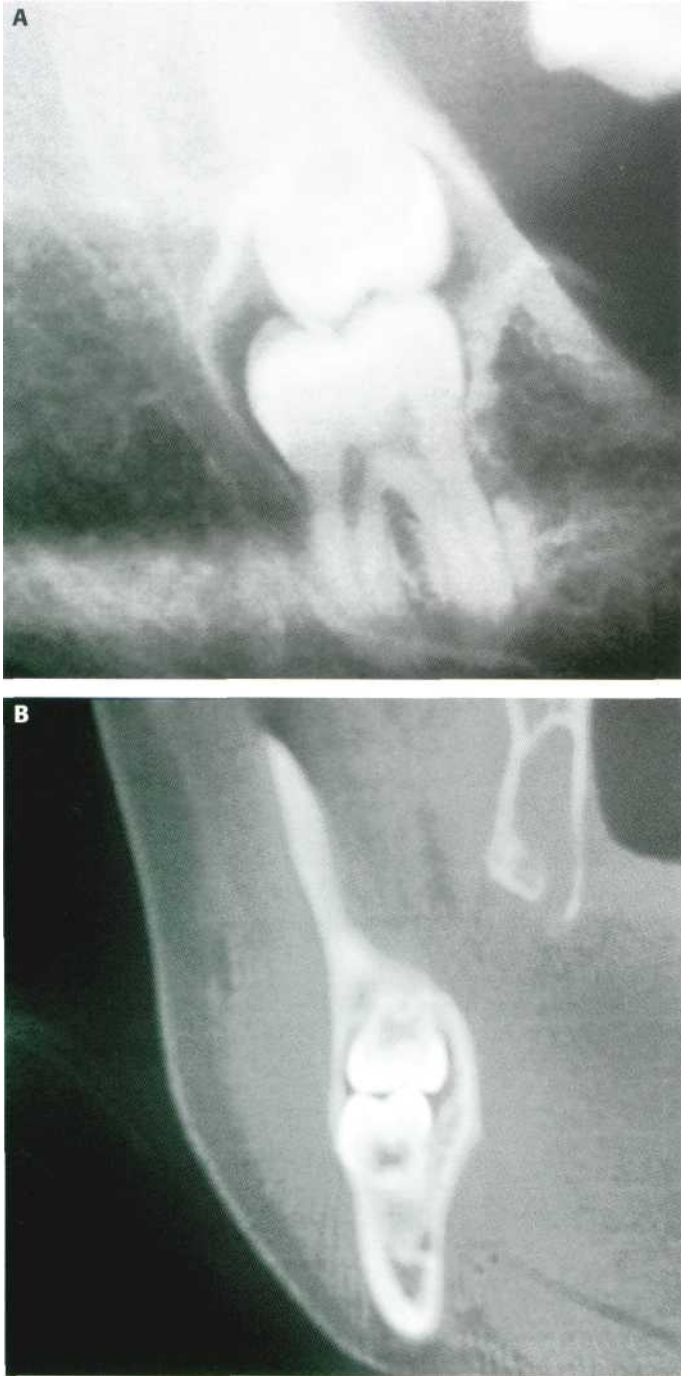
(A) Detalle de una ortopantomografía que nos muestra la inclusión del 4.7 y el 4.8. (B) Corte coronal de la tomografía computarizada que localiza perfectamente la relación del 4.7 con el conducto dentario inferior.
